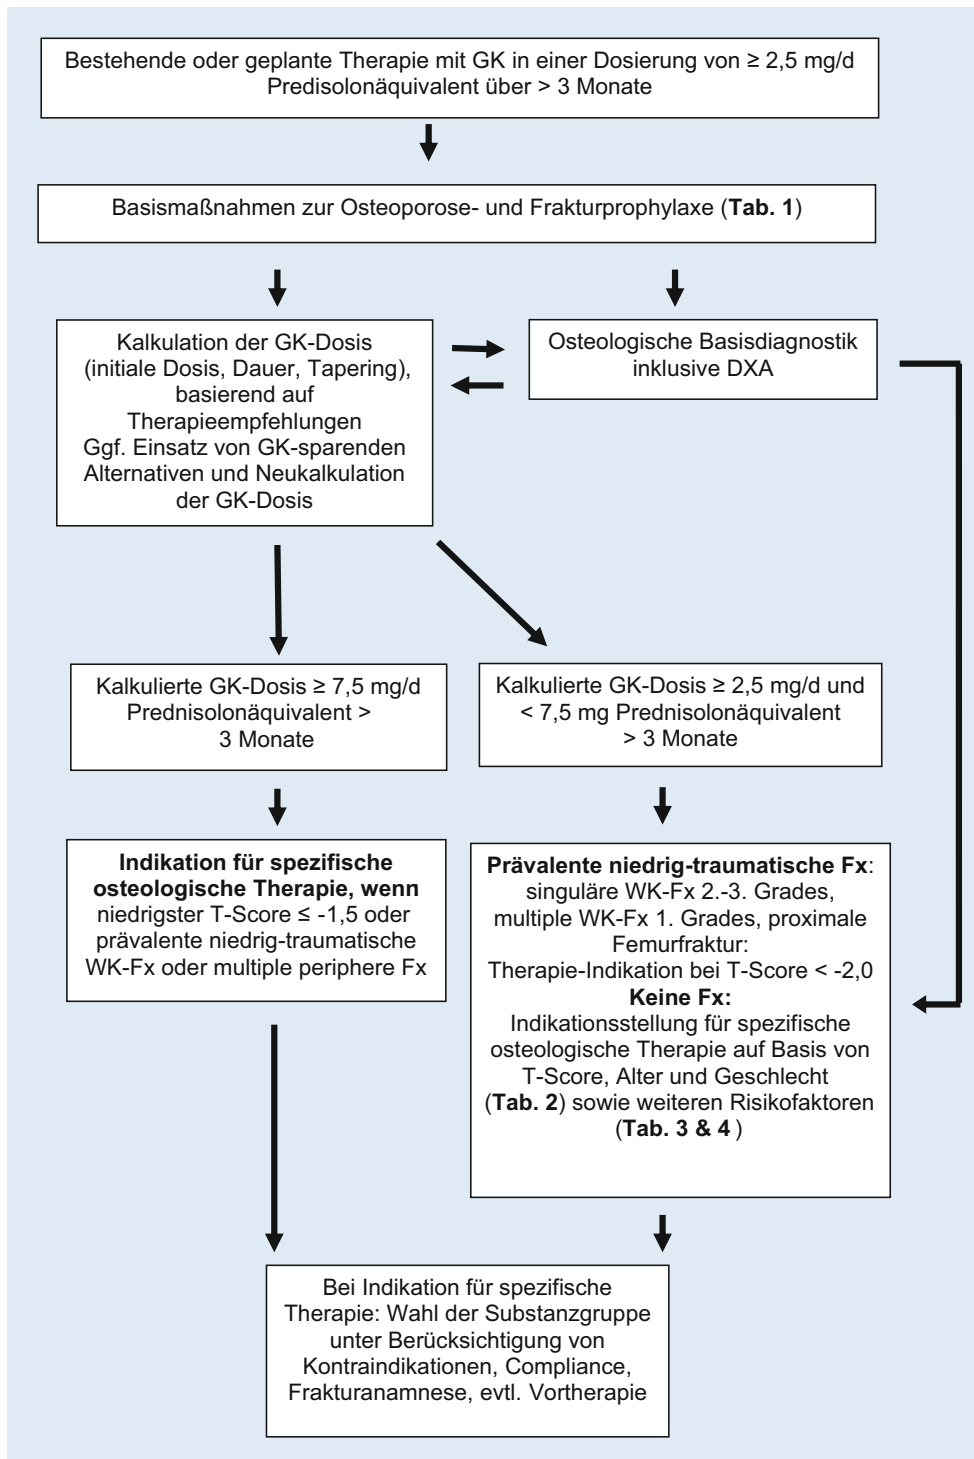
◀ Algorithmus zur Therapieindikation bei Glukokortikoid(GK)-induzierter Osteoporose (GK-OP). *d* Tag, *DXA* duale X-Ray-Absorptiometrie, *WK-Fx* Wirbelkörperfraktur, *Fx* Fraktur
